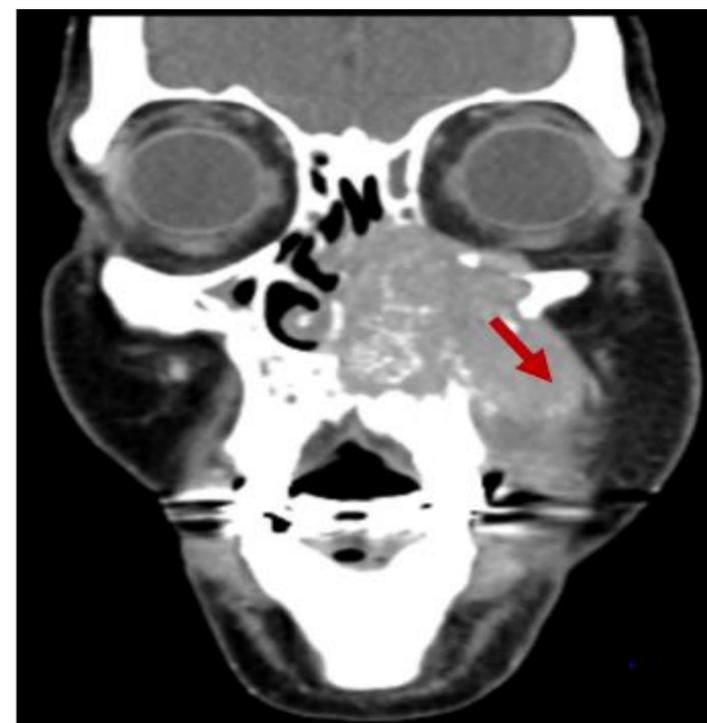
TAC Coronal con contraste. Invasión del espacio masticador. Carcinoma escamoso no queratinizante
